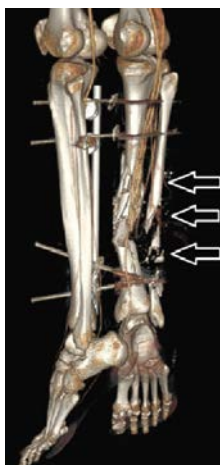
КТ-ангиография. Стрелками указаны поврежденные участки голени
